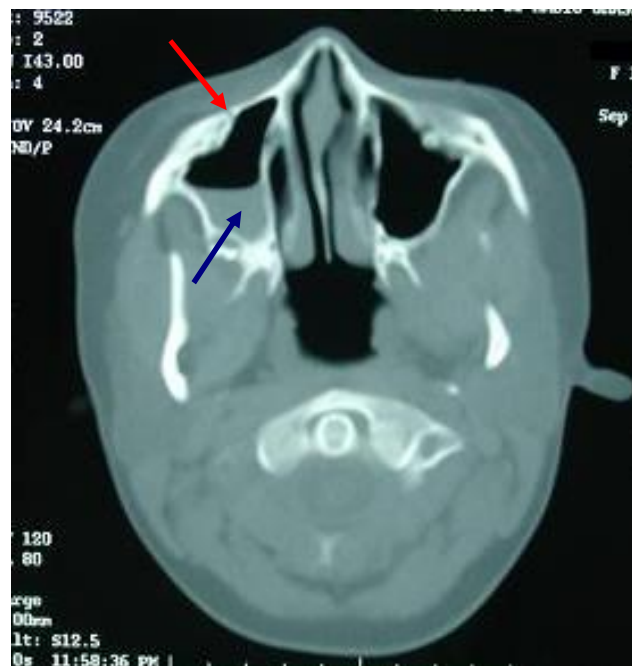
coupe TDM axiale montrant une fracture de la paroi antérieure du sinus maxillaire droit(↗) avec hémorosinus(↖)
